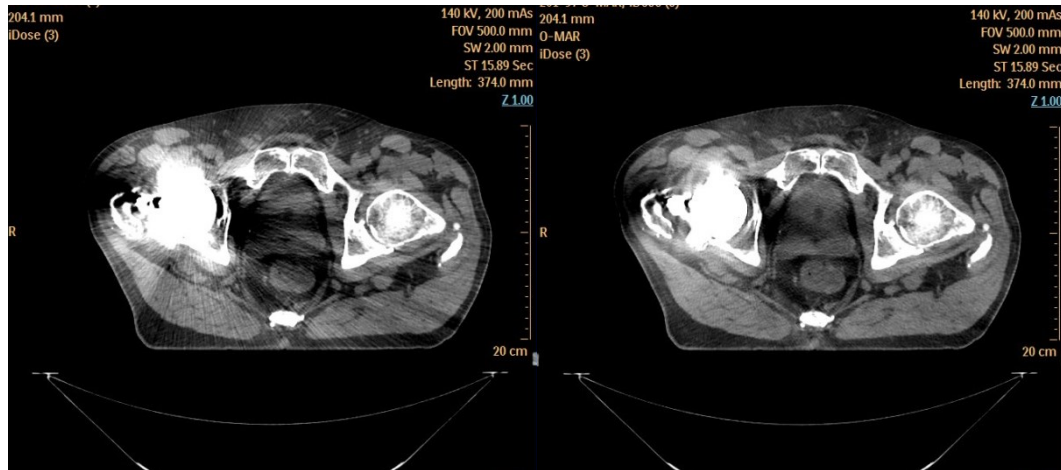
Paziente C. Immagini Simul-CT senza O-MAR (sn) e con algoritmo O-MAR (dx)
